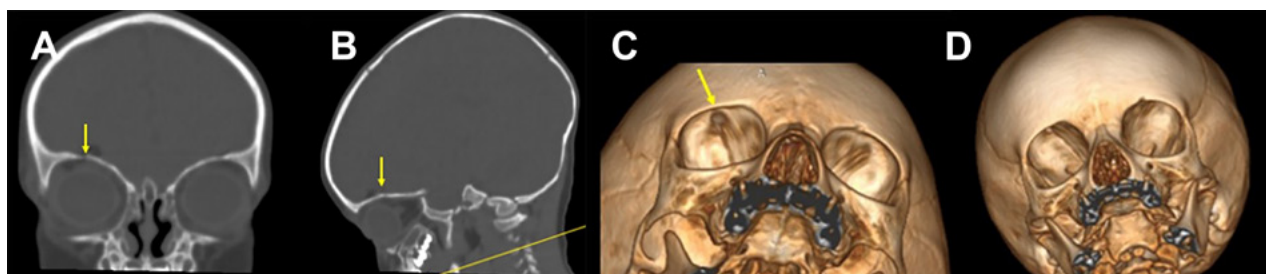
TC de encéfalo. A) Ventana ósea corte coronal. B) Ventana ósea corte sagital. C y D) Reconstrucción 3D. Se observa fractura lineal de techo de órbita derecha (flecha amarilla).
